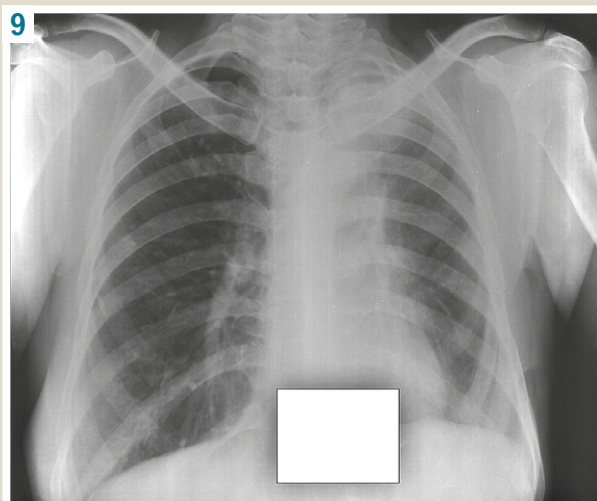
Chest X-ray from 01.12.2021: condition after resection of the upper lobe of the left lung. Fibrothorax is formed at the top of the left lung, the costo-diaphragmatic sinus is obliterated. There are fibrosis, dense small foci in the upper lobe of the right lung. Pulmonary heart.
